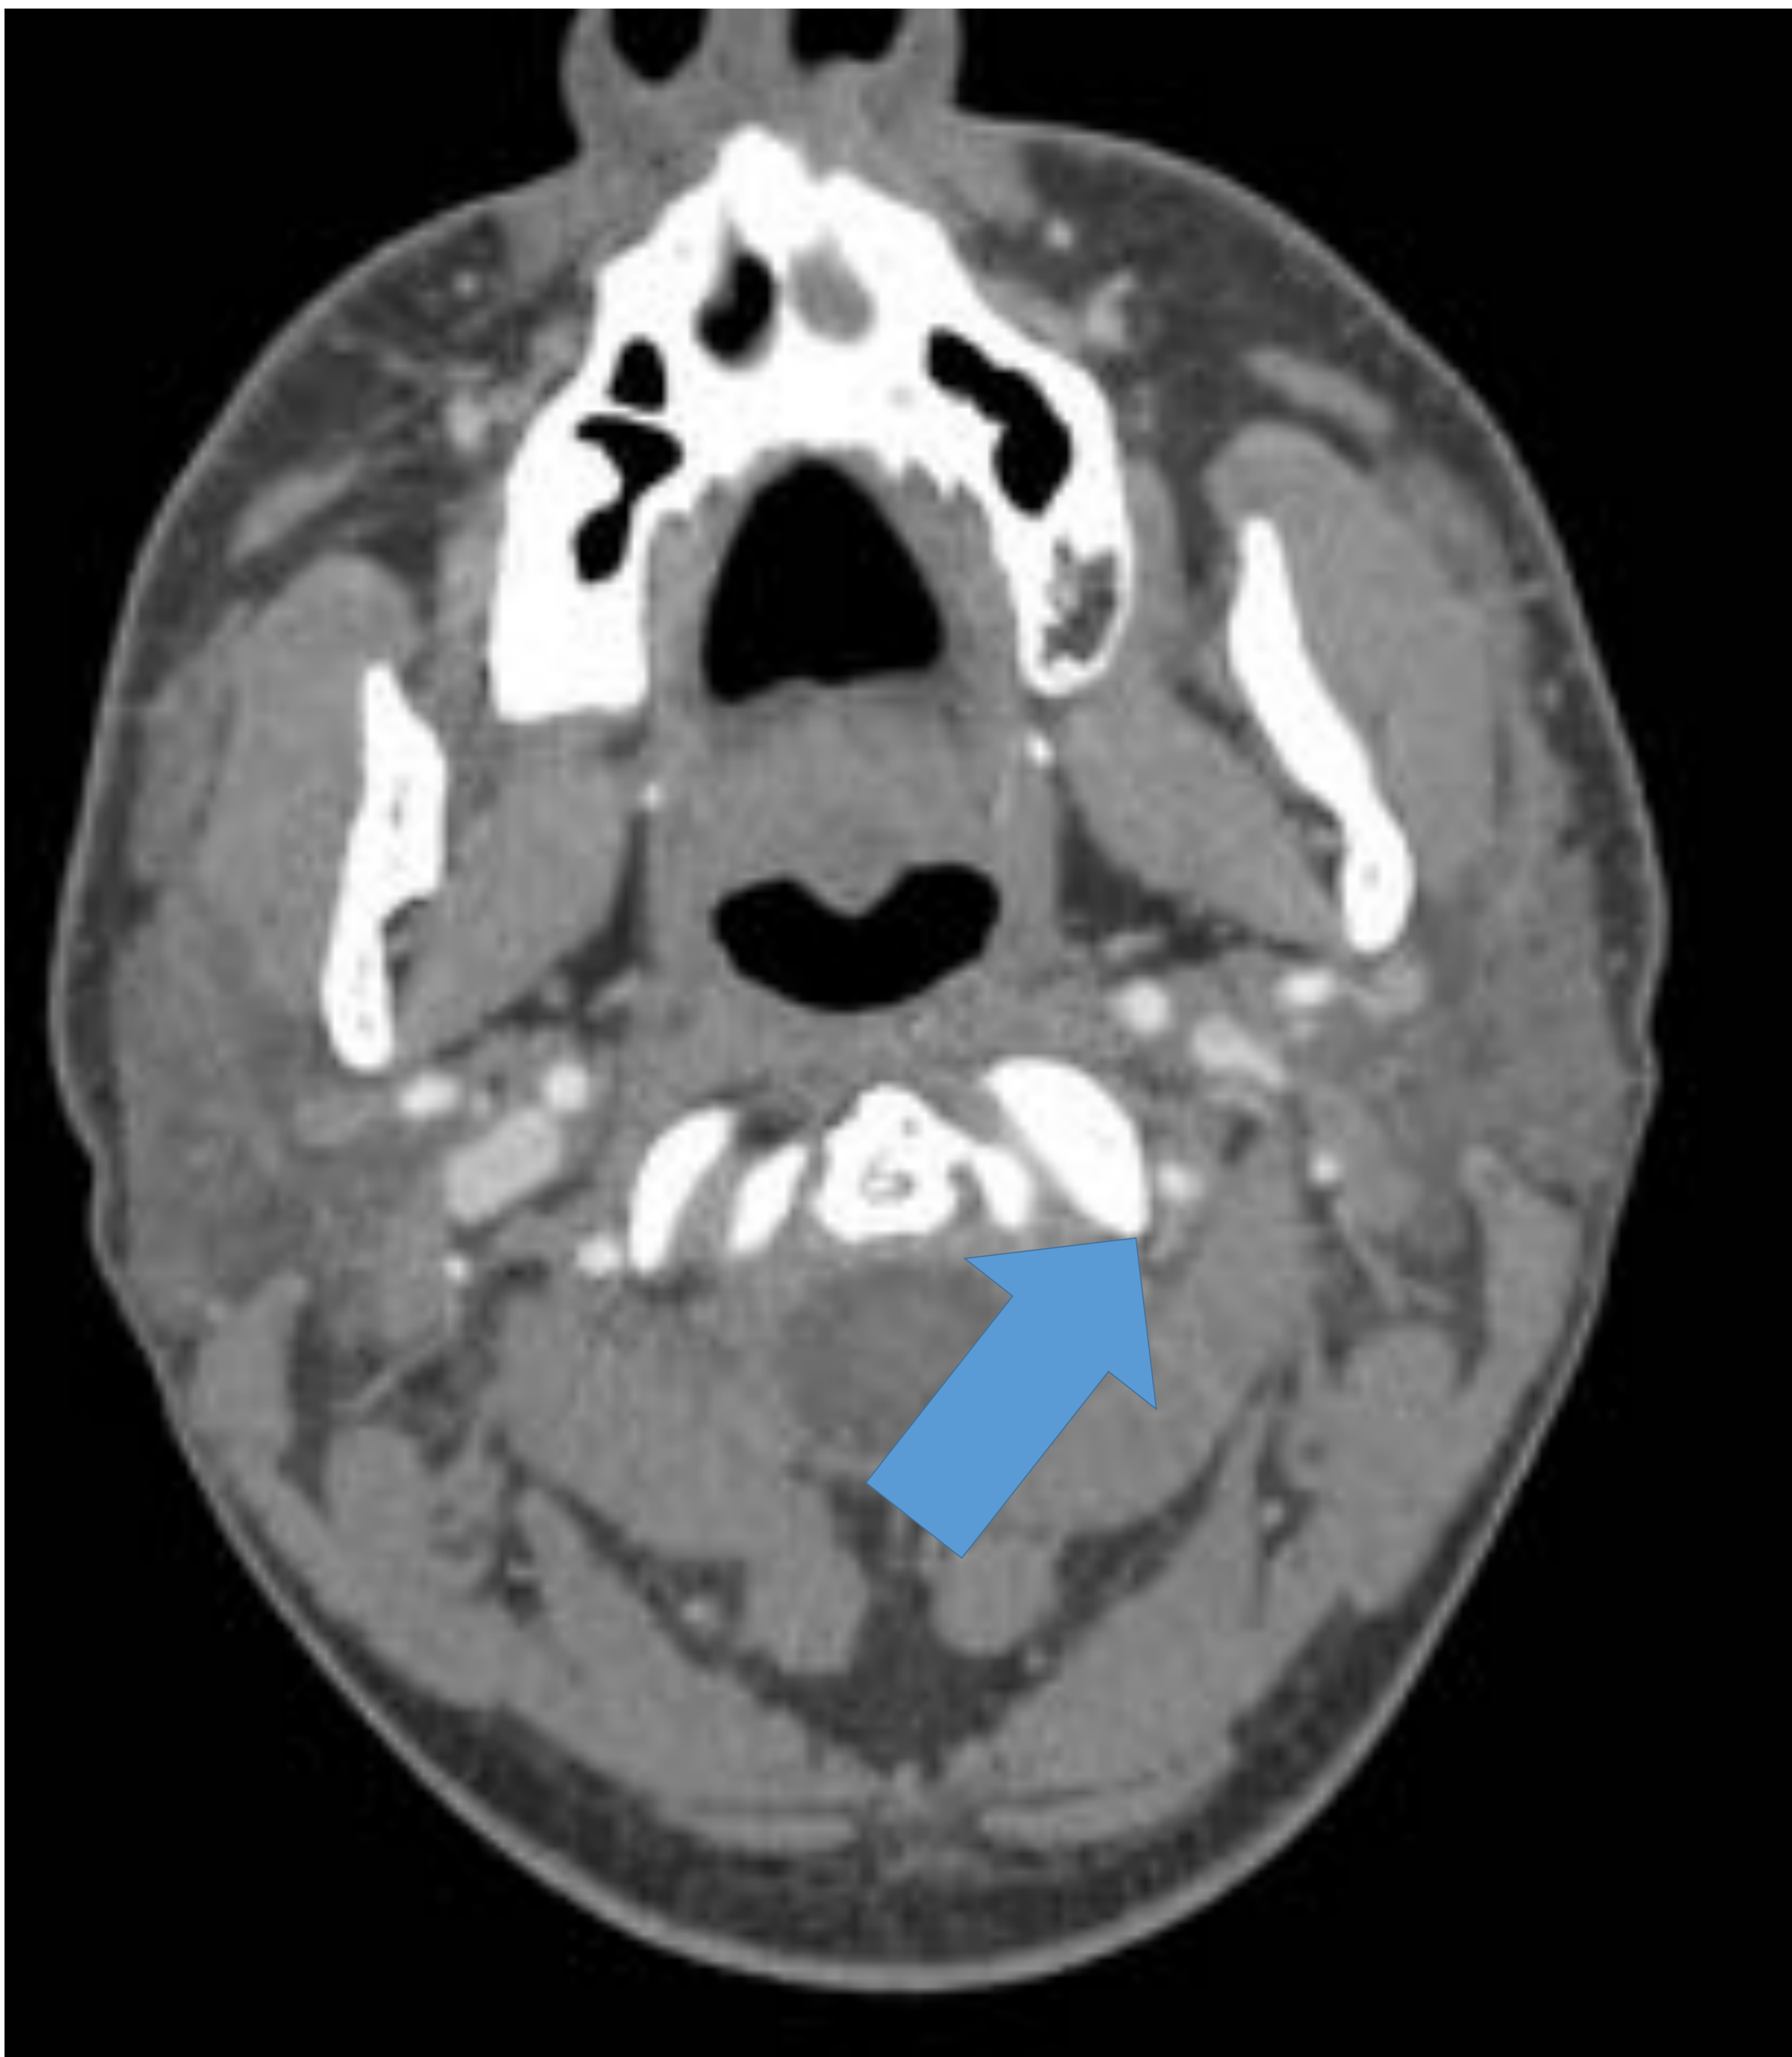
Se completa estudio del paciente anterior con Angio-TC de arterias cerebrales donde se aprecia una imagen en semiluna en la arteria vertebral izquierda en relación con disección (flecha), que ha provocado las lesiones isquémicas visualizadas en el TC cerebral. También se realiza reconstrucción 3D de arterias cerebrales donde se aprecia la imagen de disección (punta de flecha).
